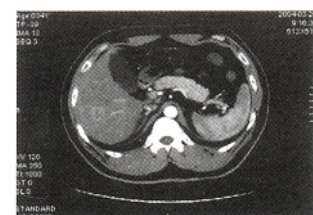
例 1 术前 CT 增强显示: 瘤体呈不均质高密度影
